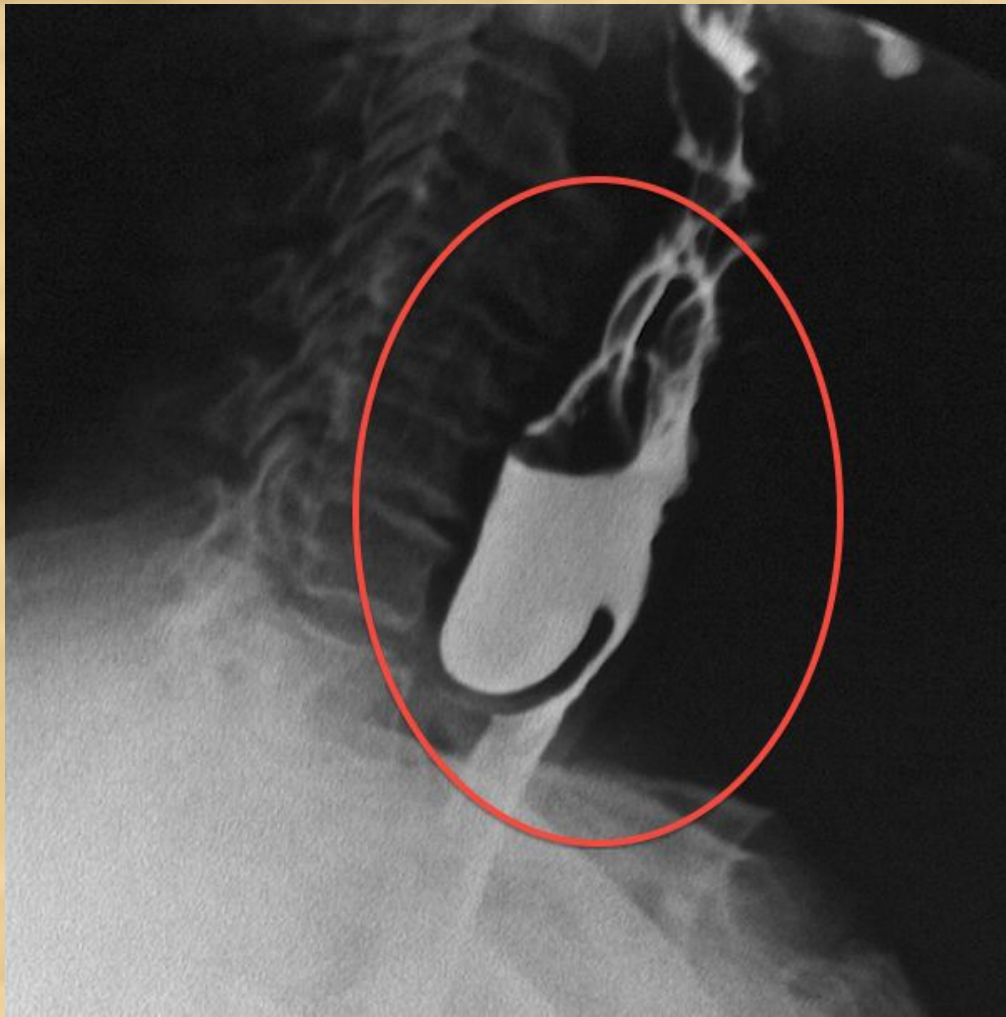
Слева - рентгенограмма глоточного дивертикула (указан стрелкой), справа- рентгенограмма эпифренальных дивертикулов (указаны стрелками).*
